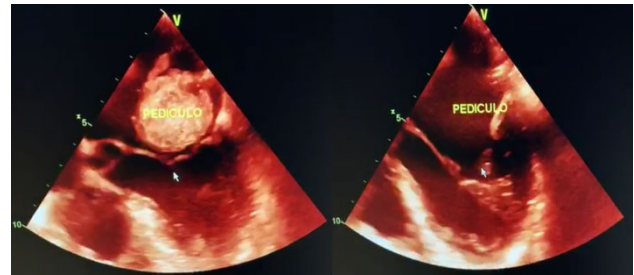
Imagen de ecocardiografía transesofágica: dos etapas del ciclo cardiaco, Sístole y diástole. Se observa tumoración pediculada en la aurícula izquierda sugestiva de mixoma auricular, que protruye al ventrículo izquierdo
